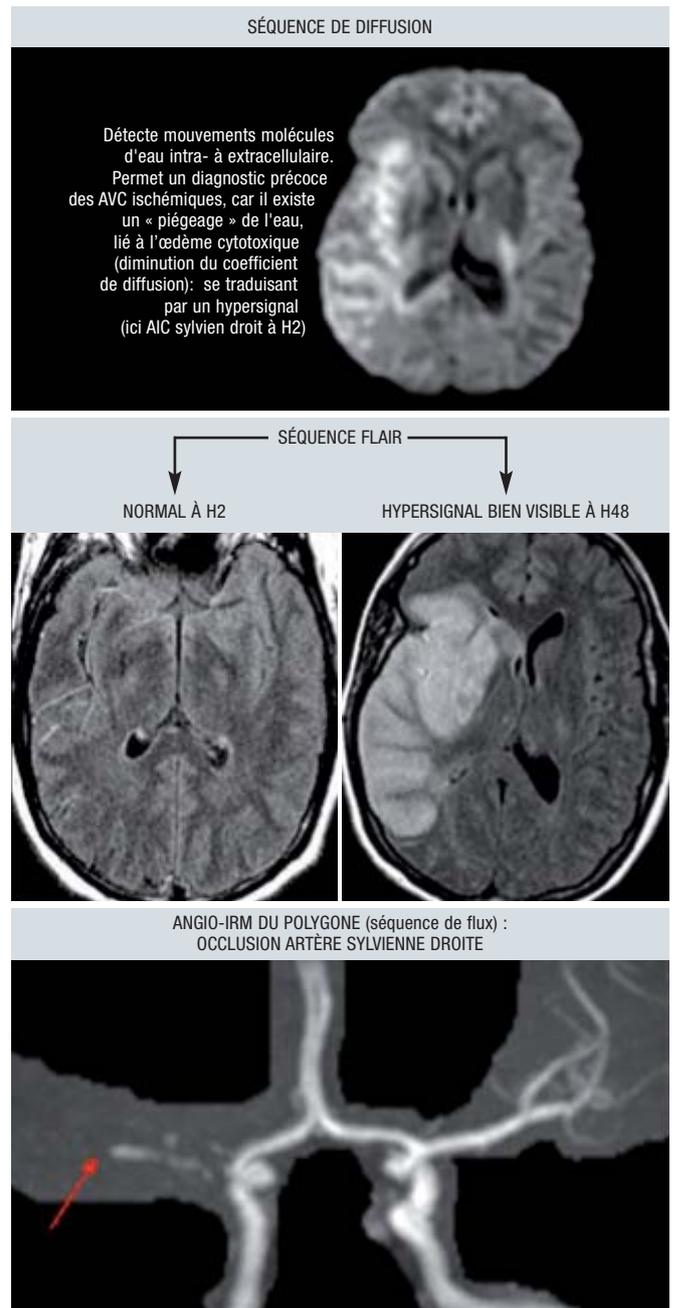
IRM cérébrale : confirmation de l'AIC à la phase aiguë.
